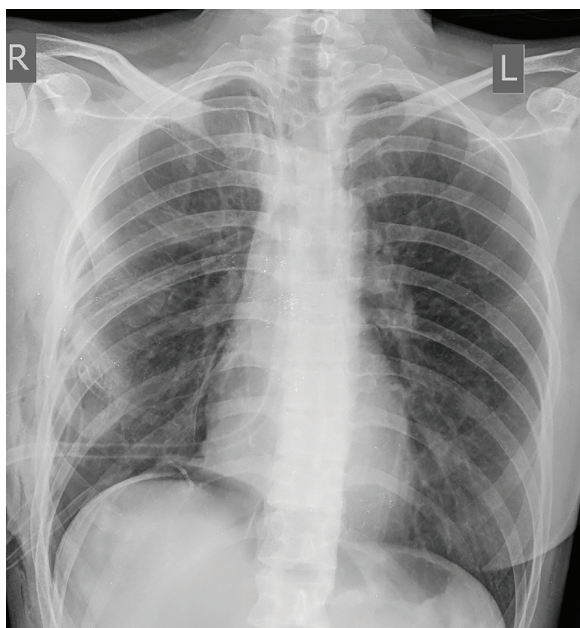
Рентгенограма після операції
